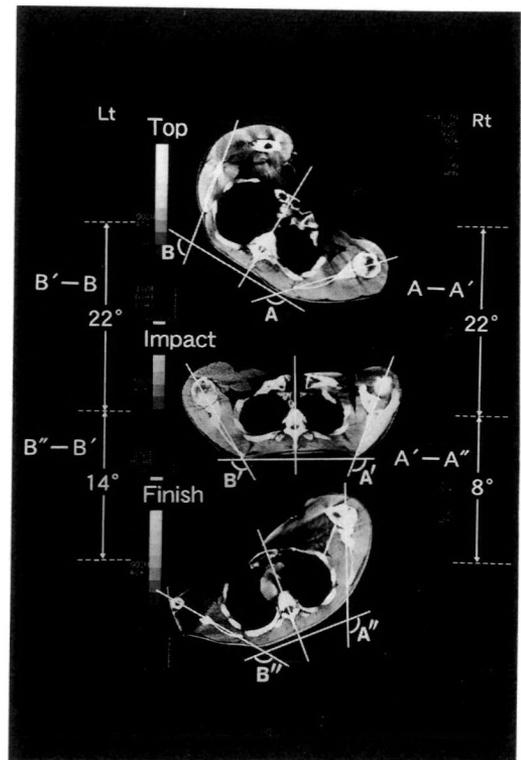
Scapular motion while golf swing by CT (case 3)
